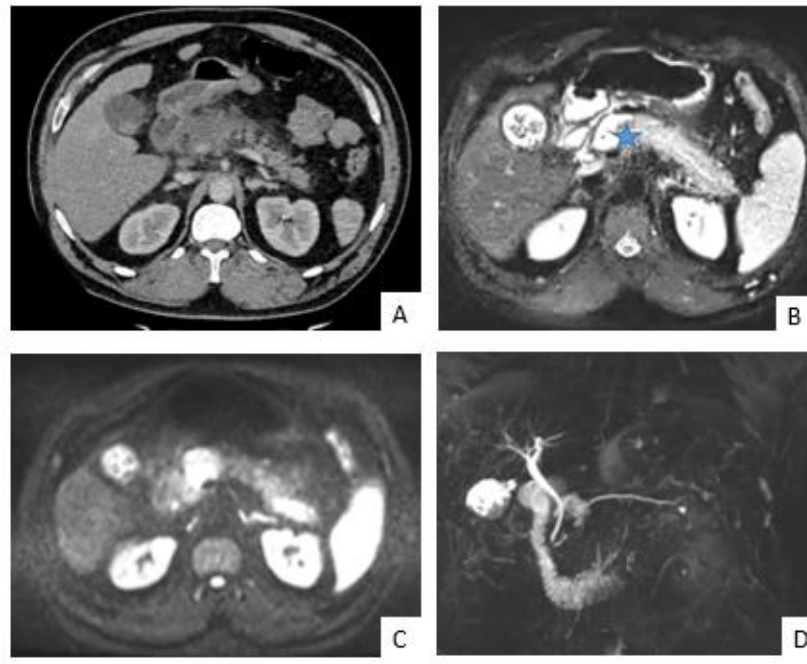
Collection aigue nécrotique, en scanner injecté (A) ; en IRM en séquence T2 avec saturation du signal de la graisse (B), en séquence de diffusion $b = 1000$ objectivant une forte restriction (C) ; MRCP (Cholangio wirsungogramme par MR) objectivant la communication entre la collection et le wirsung (D). Noter l'origine lithiasique. L'IRM objective mieux cette collection en comparaison avec le scanner ainsi que les rapports avec le Wirsung grâce au contraste intrinsèque élevé de cette technique d'imagerie
